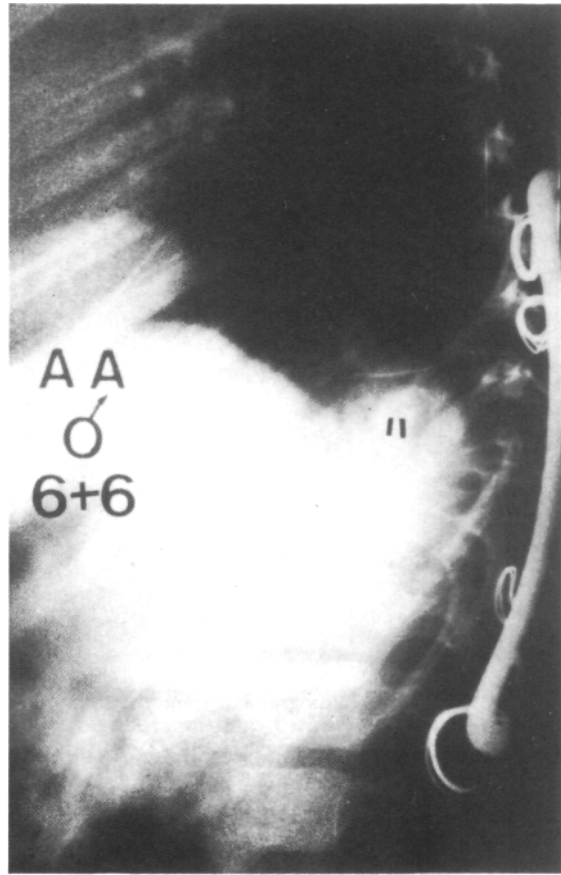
Radiografía de perfil.
